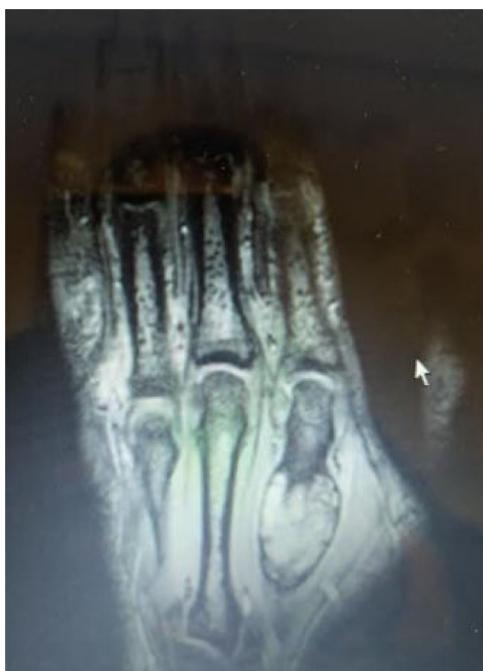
Imagen de RM: tumoración mixta, intramedular y paracortical, a nivel dorsal de la diáfisis del 2.^o metacarpiano con signos de afectación de la medular ósea, adelgazamiento-disrupción de la cortical dorsal y componente extraóseo (el proximal sólido y el más distal de aspecto aneurismático). Presenta unas medidas de 32x20x13 mm con eje paralelo longitudinal a la diáfisis del metacarpiano, con señal de RM heterogénea. Existe edema perilesional pero con aparente preservación del tendón extensor vecino.
